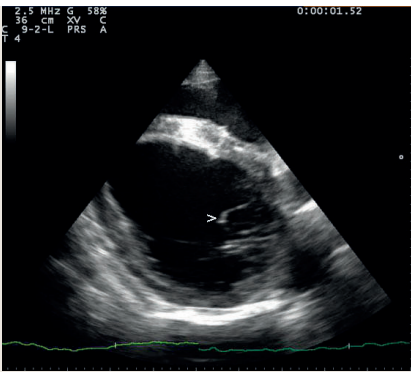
Two-dimensional echocardiogram of mitral valve prolapse (arrowheads) (case nr. 8)
